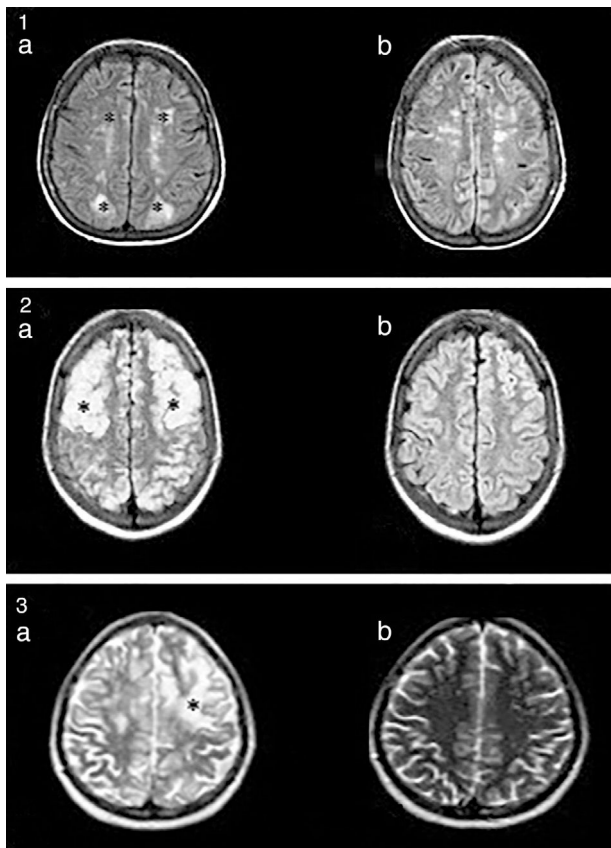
1.a. Lesiones hiperintensas en FLAIR, córtico-subcorticales, simétricas, parieto-occipitales (*). b. Evidencia de mejoría luego de 3 meses. 2.a. Imágenes hiperintensas en FLAIR, bien definidas, bilaterales, que comprometen regiones córtico-subcorticales, fronto-parieto-temporo-occipitales bilaterales (*). b. Evidencia de mejoría a los 2 meses. 3. Lesión hiperintensa en T2 (*). No se evidencian alteraciones en la secuencia de difusión.
